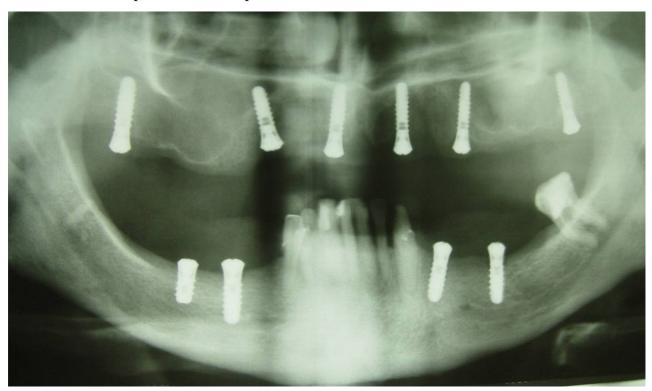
Та же больная. Ортопантомограмма после операции
